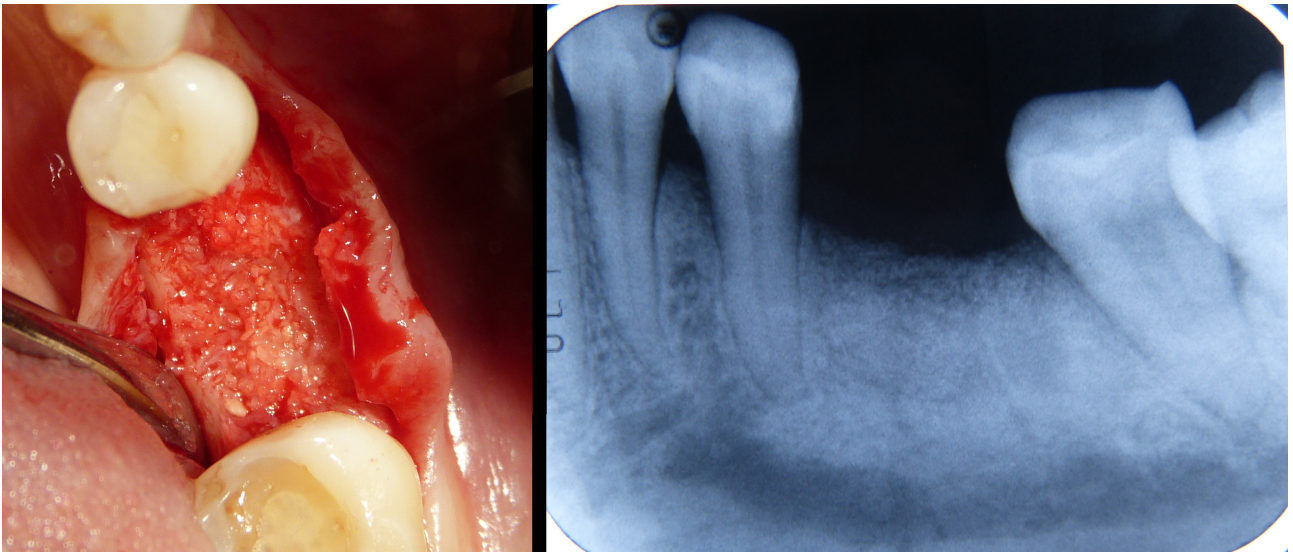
Aspecto clínico del tejido duro regenerado (lado izquierdo). Se evidenció una completa integración del injerto sin ninguna presencia de inflamación del tejido conjuntivo. La radiografía (lado derecho) no mostró diferencias de radioopacidad entre el tejido regenerado y el hueso circundante.
